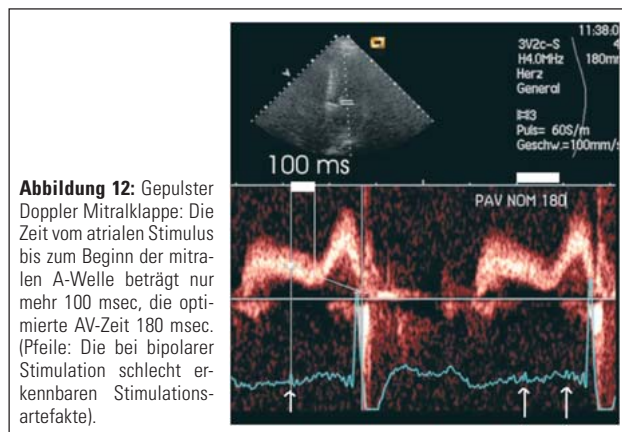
Gepulster Doppler Mitralklappe: Die Zeit vom atrialen Stimulus bis zum Beginn der mitralen A-Welle beträgt nur mehr 100 msec, die optimierte AV-Zeit 180 msec. (Pfeile: Die bei bipolarer Stimulation schlecht erkennbaren Stimulationsartefakte).
